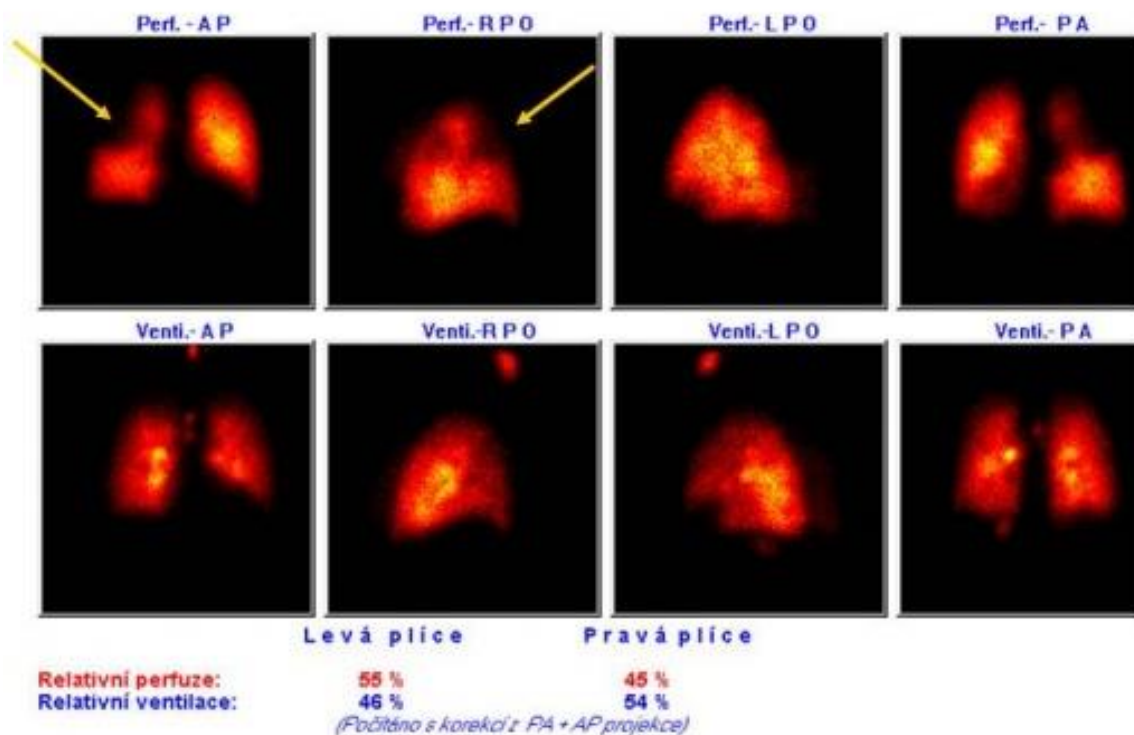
Ventilační scintigram plic, hypoventilace l. plíce, obstrukce bronchů karcinomem (Doležal)
